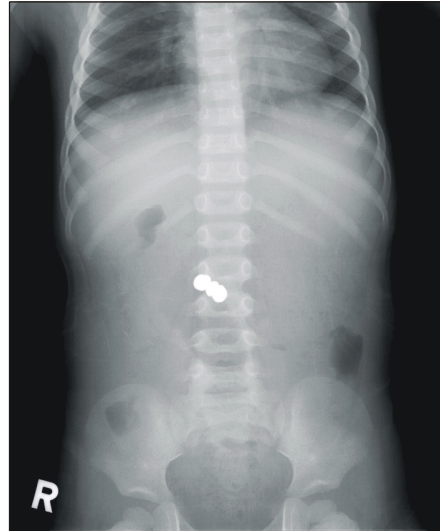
Abdominal roentgenograph shows radiopaque foreign bodies at periumbilical area.
